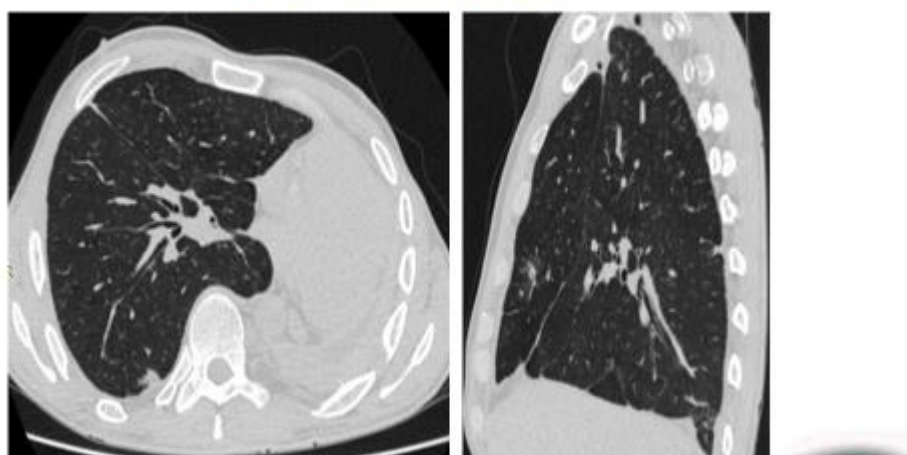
СКТ органов грудной клетки через 2,5 месяца после верхней лобэктомии справа
